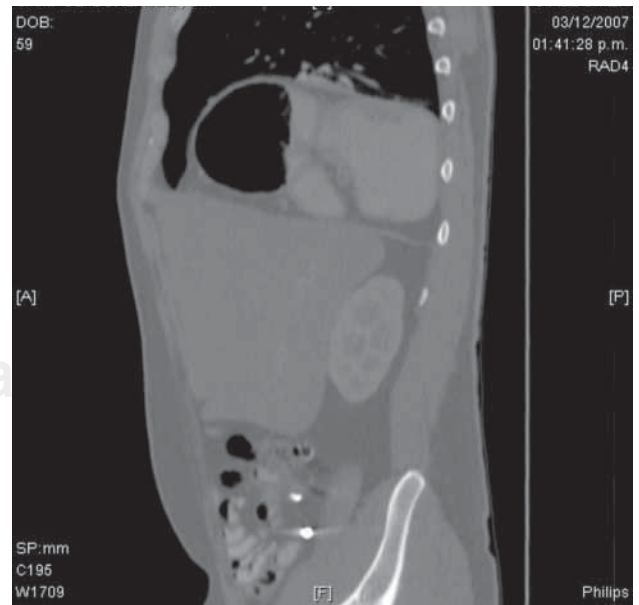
TAC de tórax preoperatoria.
